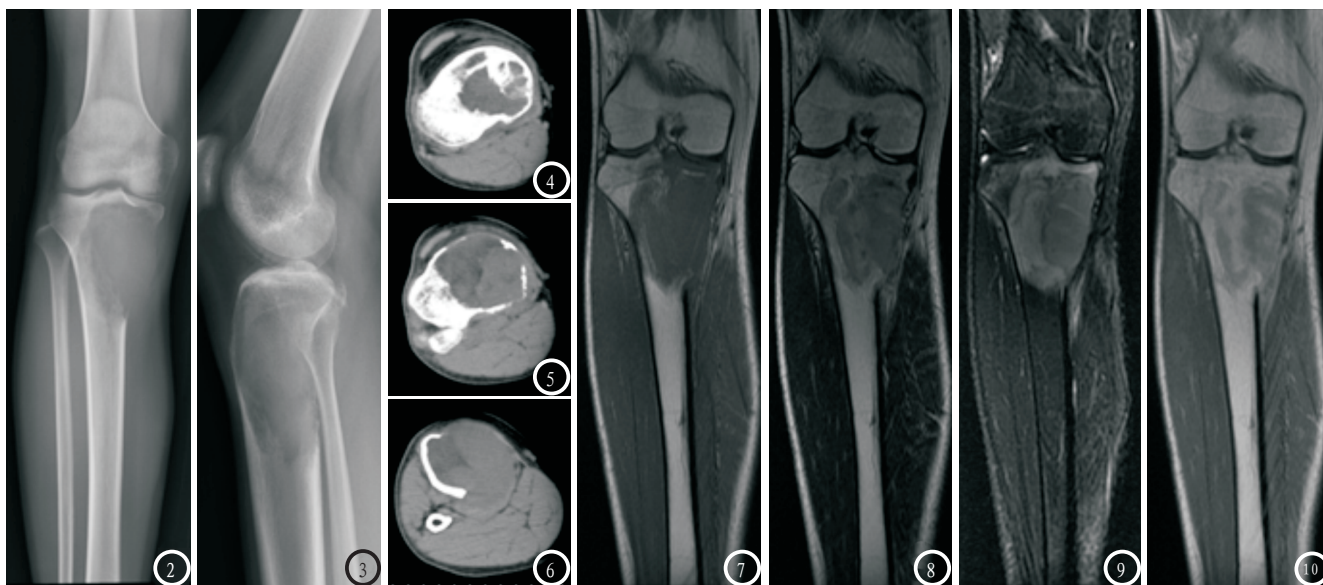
患者,男,23岁,右胫骨上端恶性纤维组织细胞瘤的X线、CT及MRI表现。图2-3 X线平片显示右胫骨上端偏心性溶骨性骨质破坏,骨小梁消失,软组织肿块范围大于骨破坏区,未见骨膜反应;图4-6 CT显示偏心性溶骨性骨质破坏,软组织肿块形成,内可见粗大的骨嵴。图7-10 病灶呈混杂等或稍低 T_1 WI信号(图7)、等或稍高 T_2 WI信号影(图8),压脂相像病灶信号呈混杂高信号(图9),增强(图10)可见不规则条片状高信号强化。
